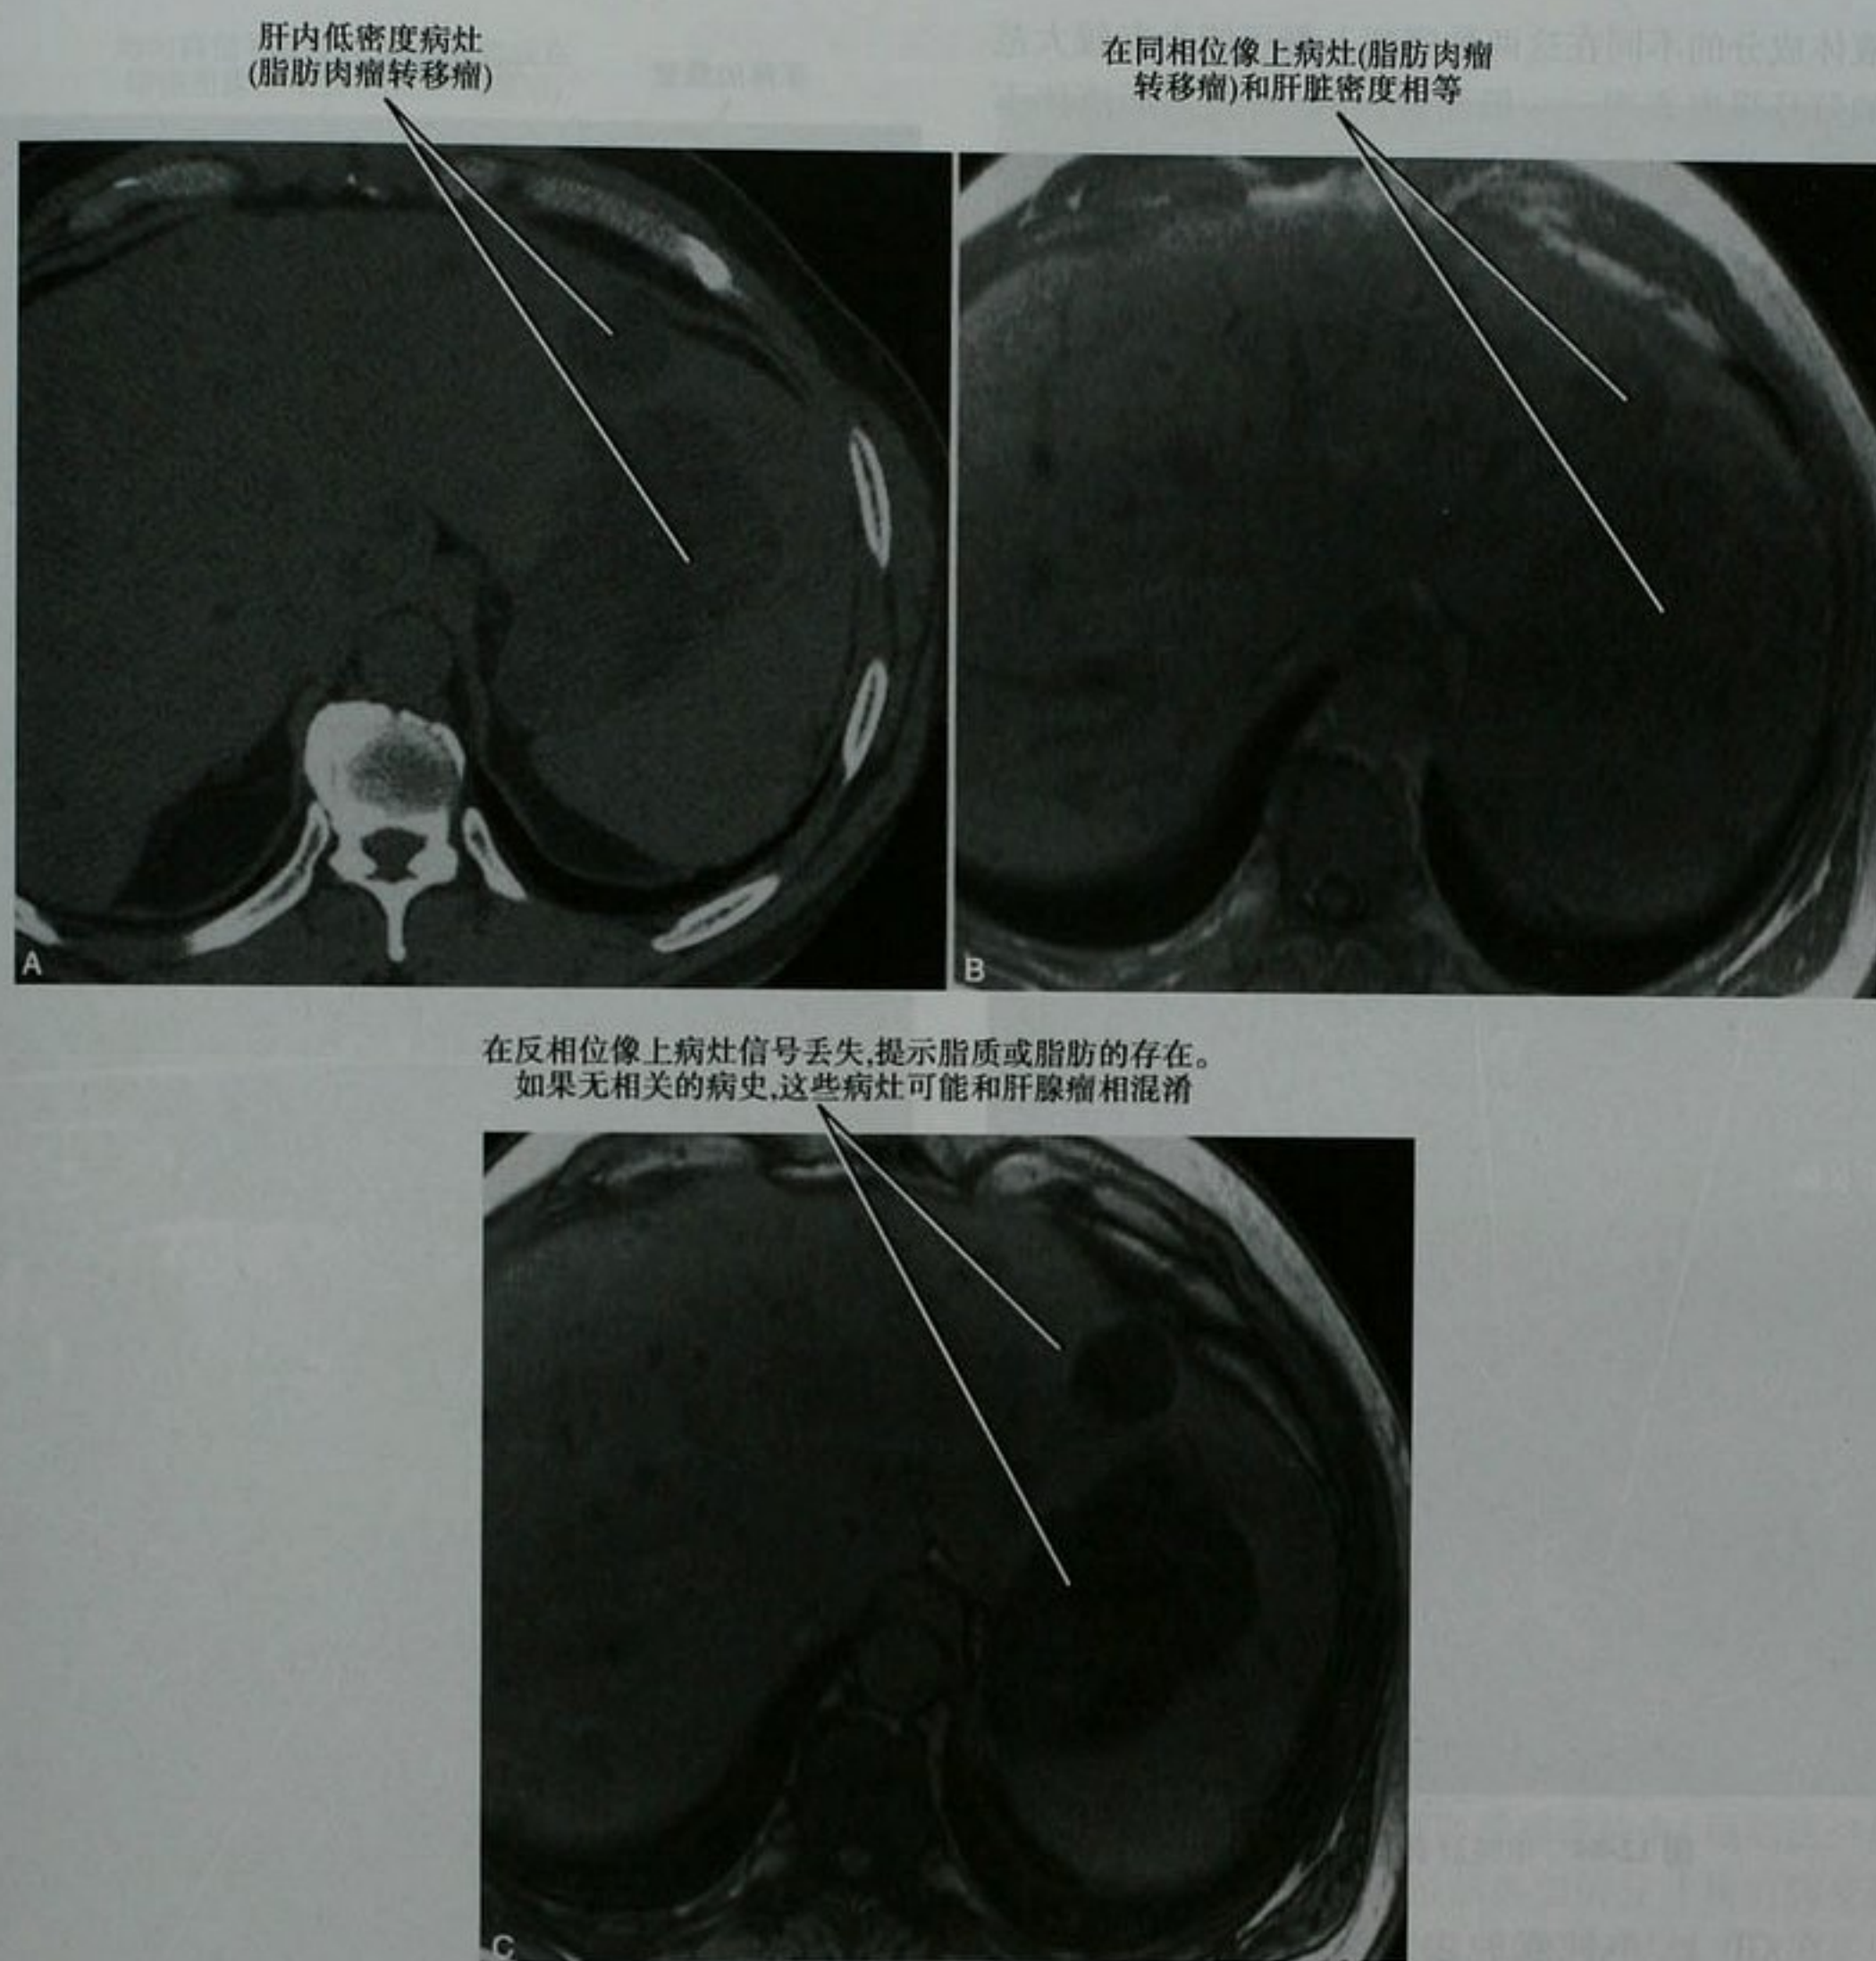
转移性脂肪肉瘤患者的上腹部平扫轴位 CT 图像(A)和同相位(B)及反相位(C)MRI 图像显示含脂肪的转移瘤
